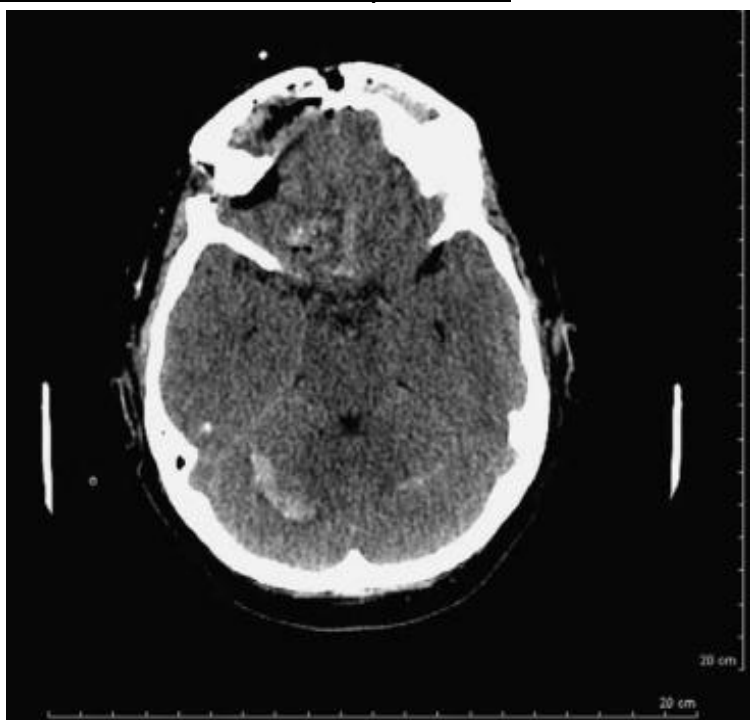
TDM : collection hémattique cérébelleuse bilatérale après chirurgie supratentorielle
